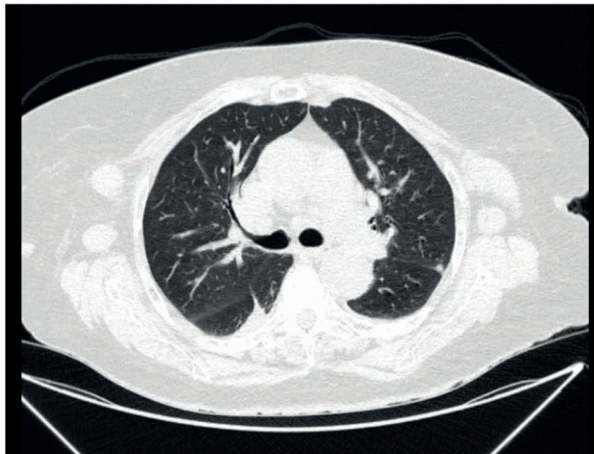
TC de tórax com contraste (22/08) evidenciando múltiplas linfonodomegalias difusas nas diversas cadeias torácicas, mais proeminentes nas regiões axilares, nódulo pulmonar subpleural basal à esquerda, indeterminado, sugestiva de lesão nodular relacionada à doença de base e demais achados sem alterações.
